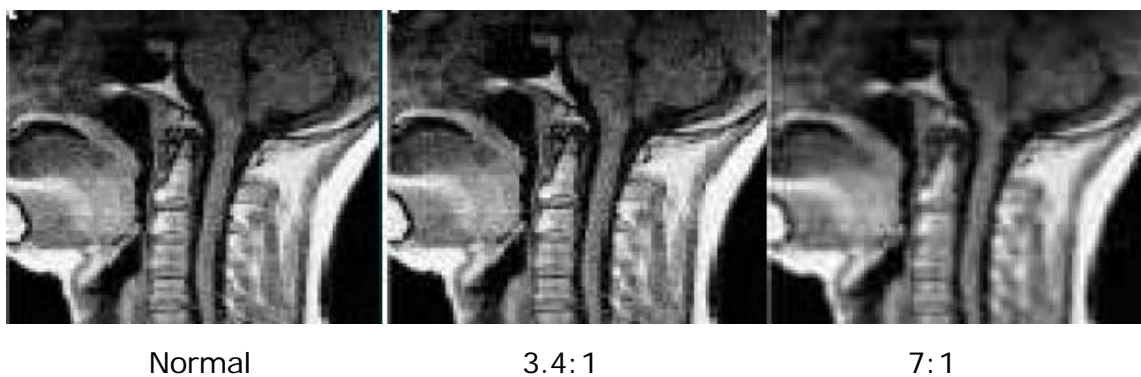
Acercamiento de un segmento de imagen de resonancia magnética nuclear tomada en modo normal, y con compresión de 3.4:1 y 7:1. Después de una cierta tasa de compresión irreversible, los errores en la cuantificación son muy visibles.
